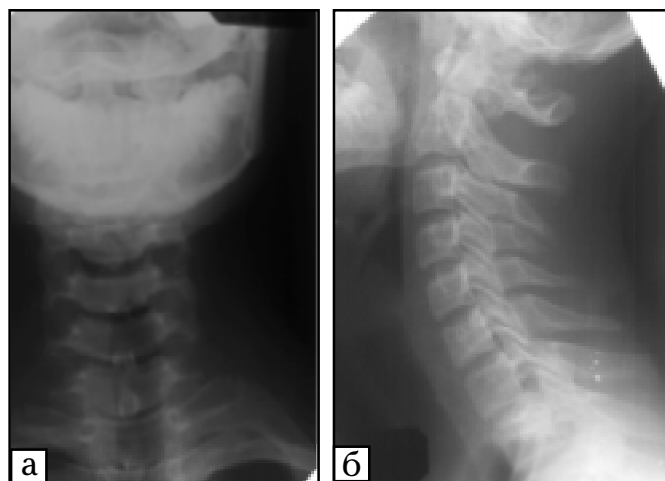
Хворий Х., 15 років. Рентгенограма: а — пряма з відкритим ротом, визначається диспластичний підвиги атланта; б — бічна, ознаки спондилоартрозу в сегментах  $C_2-C_6$ , аномалія Кімерлі
